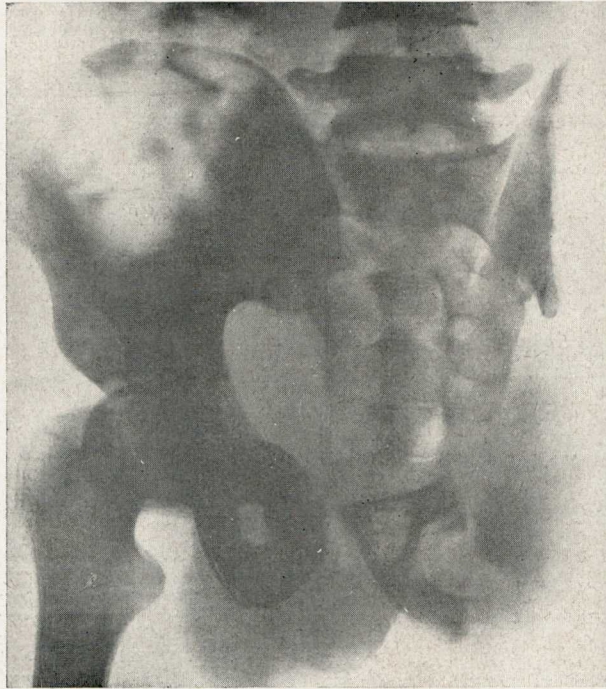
Geg. 16.611 — Radiografia da bacia, após a hemipelvectomia.
